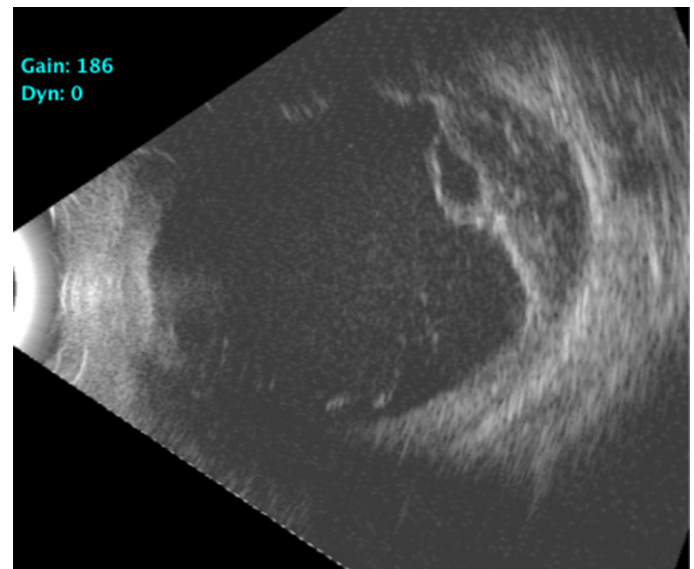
Ecografía modo B, donde se aprecia la presencia de hemovítreo, desprendimiento coroidal y desprendimiento de retina.
